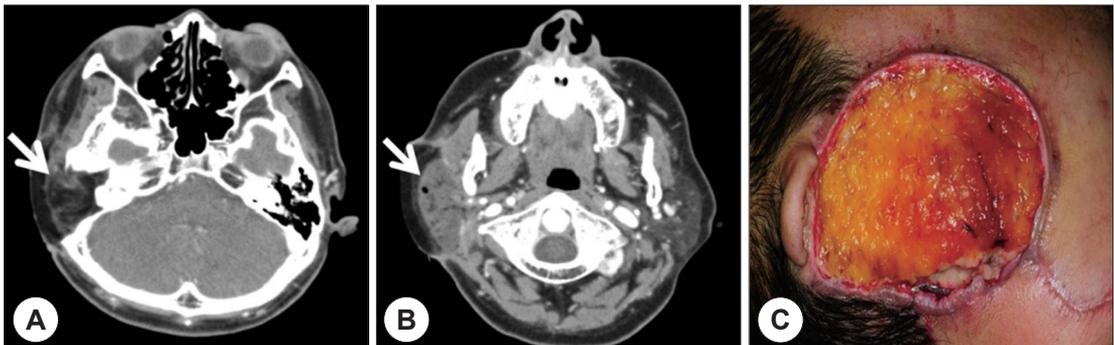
CT and gross findings of the failed flap. White arrows indicated intact fat (A) and muscle layer (B). Healthy fat tissue was observed after debridement (C).
